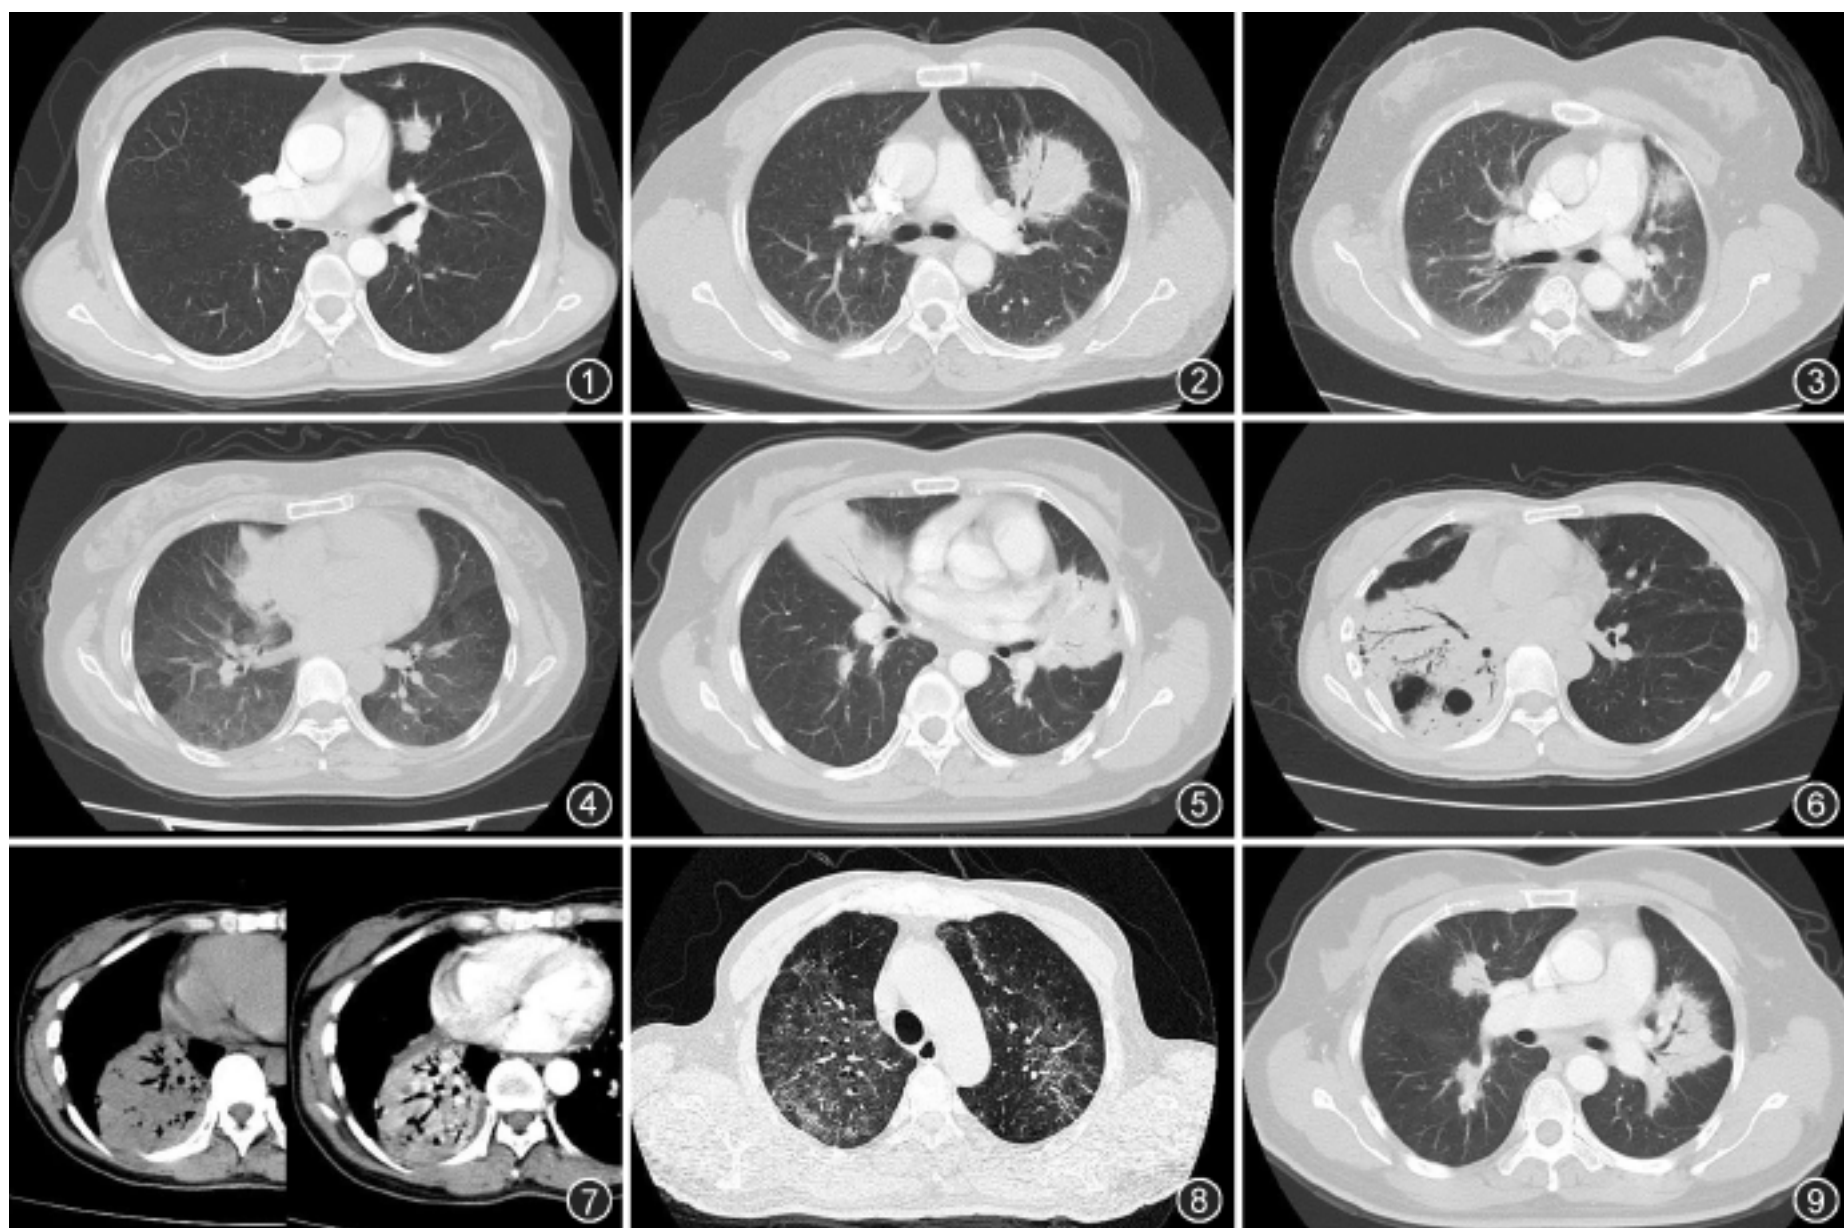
左肺上叶结节, 边界模糊, 内见支气管充气征 图 2 左肺上叶肿块, 边界模糊, 内见支气管充气征 图 3 左肺上叶斑片影, 边界模糊, 内见支气管充气征 图 4 右肺中叶内侧段节段性实变, 内见支气管充气征 图 5 右肺中叶及左肺上叶大叶性实变, 内见支气管充气征 图 6 右肺中叶及下叶大叶性实变, 内见支气管充气征, 右肺下叶多发空洞形成 图 7 右肺下叶大叶性实变, 内见支气管充气征, 增强后强化明显, 右侧胸腔少量积液 图 8 双肺弥漫性网格影、磨玻璃影。HRCT 见小叶间隔增厚, 支气管血管束增粗 图 9 右肺多发结节影, 内见支气管充气征。左肺上叶大叶性实变影, 内见支气管充气征
